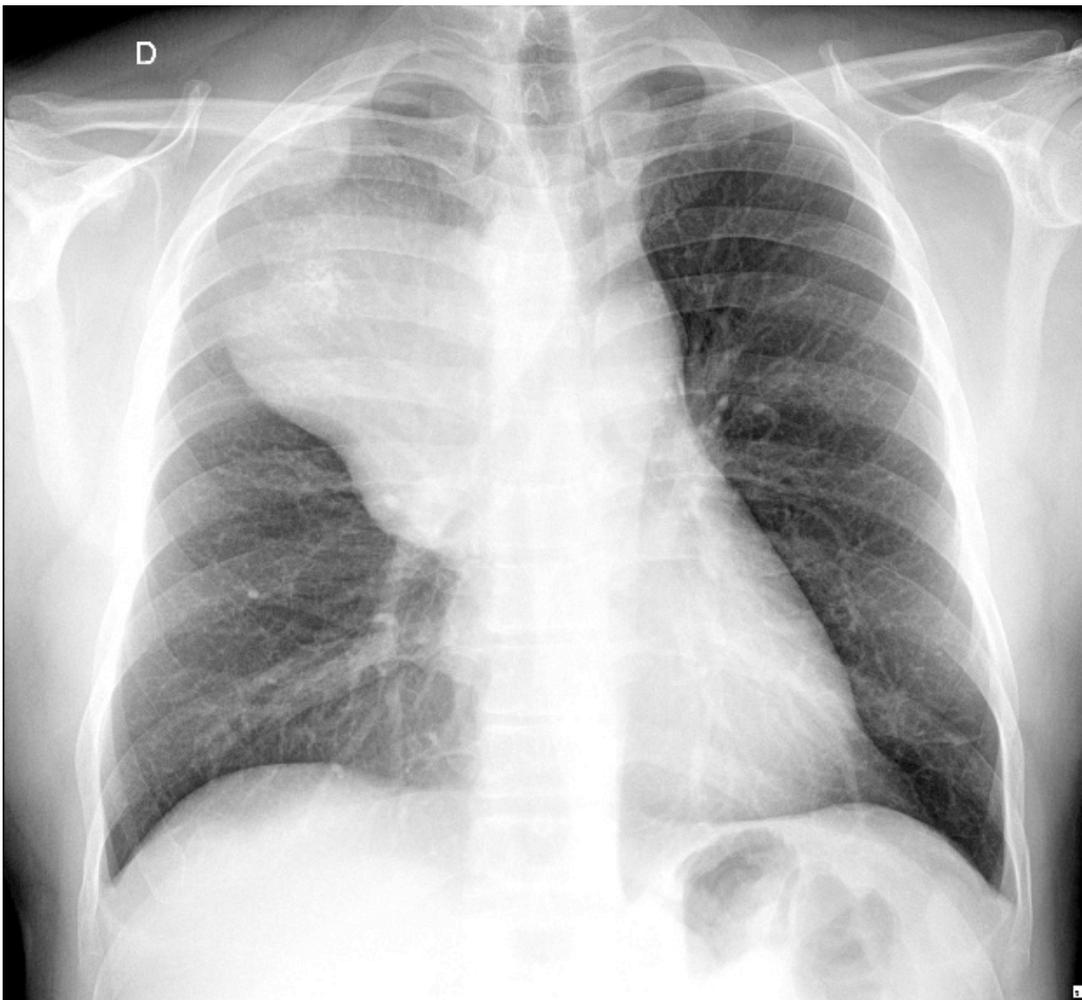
Radiografia simples de tórax em PA, evidenciando grande massa em hemitórax direito, com calcificações de permeio e desvio contralateral da traqueia. Identificam-se o sinal da borda
